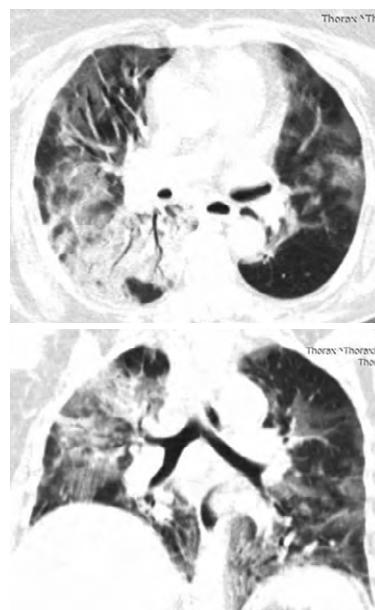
Рентгеновская компьютерная томограмма на день телемедицинского консилиума (КТ 3)
